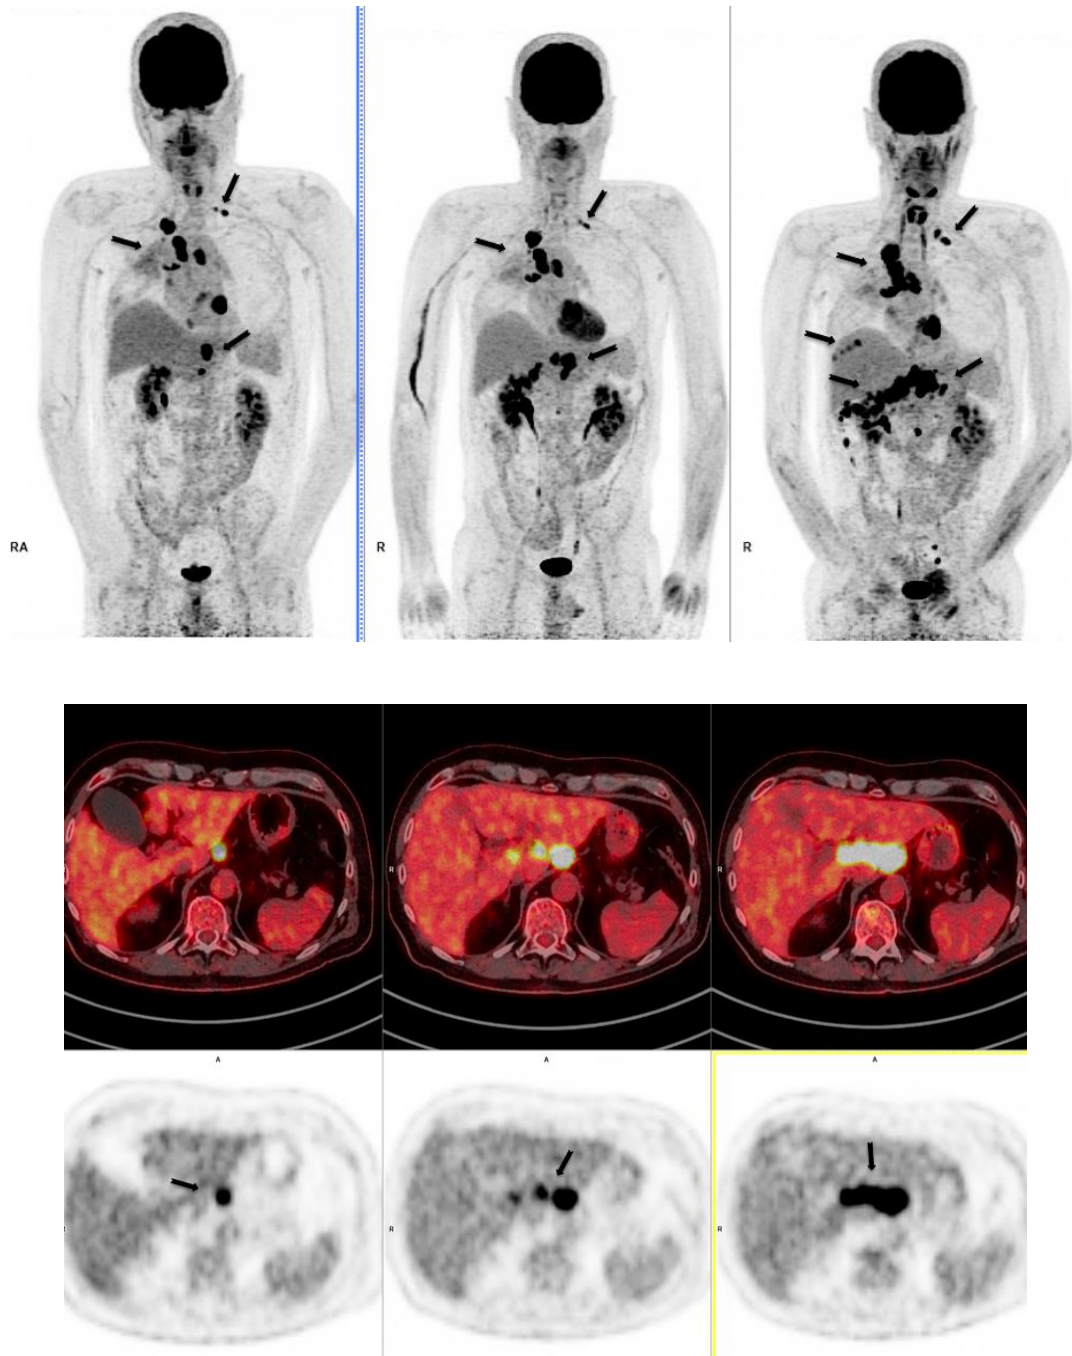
Homme de 64 ans atteint d'un adénocarcinome pulmonaire de stade III, ayant reçu une quatrième ligne de traitement par nivolumab. La TEP TDM 1 montre une lésion pulmonaire lobaire supérieure droite (LSD) hypermétabolique associée à une atteinte ganglionnaire secondaire médiastino-hilaire bilatérale et coeliaque (a, MIP ; b, fusion axiale ; c, TEP AC axiale). La TEP TDM-2 à 8 semaines de traitement (4 injections) montre une globale stabilité morpho-métabolique de l'atteinte ganglionnaire médiastino-hilaire et coeliaque, une diminution en intensité de la lésion LSD, le tout contrastant avec l'apparition de 3 adénopathies suspectes du hile hépatique et mésentérique (d, MIP ; e, fusion axiale ; f, TEP AC axiale). Le patient a été jugé en progression métabolique en TEP TDM et en suspicion de pseudo-progression à la RCP 1. Une TDM-3 après 2 injections supplémentaires de nivolumab a montré une globale stabilité morphologique des lésions. La RCP 2 a conclu en une pseudo-progression confirmée, le traitement par nivolumab a été poursuivi puis interrompu pour progression après 9 injections (SSP : 146 jours, SG : 228 jours). En effet, la TEP TDM-3 réalisée après 9 injections montre une globale stabilité morpho-métabolique de la lésion LSD mais une nette progression de l'atteinte ganglionnaire sus et sous diaphragmatique associée à l'apparition de multiples nodules péritonéaux hypermétaboliques (g, MIP ; h, fusion axiale ; i, TEP AC axiale).
